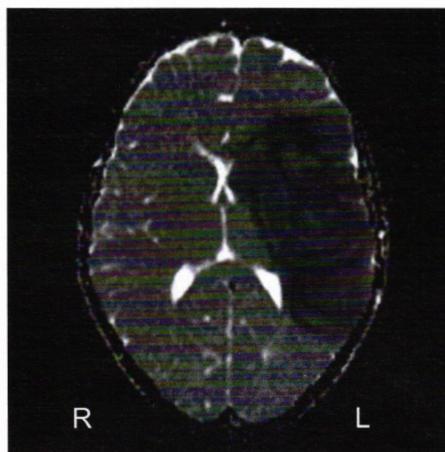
Diffusionsgewichtetes MRT horizontal 2 Tage post onset
